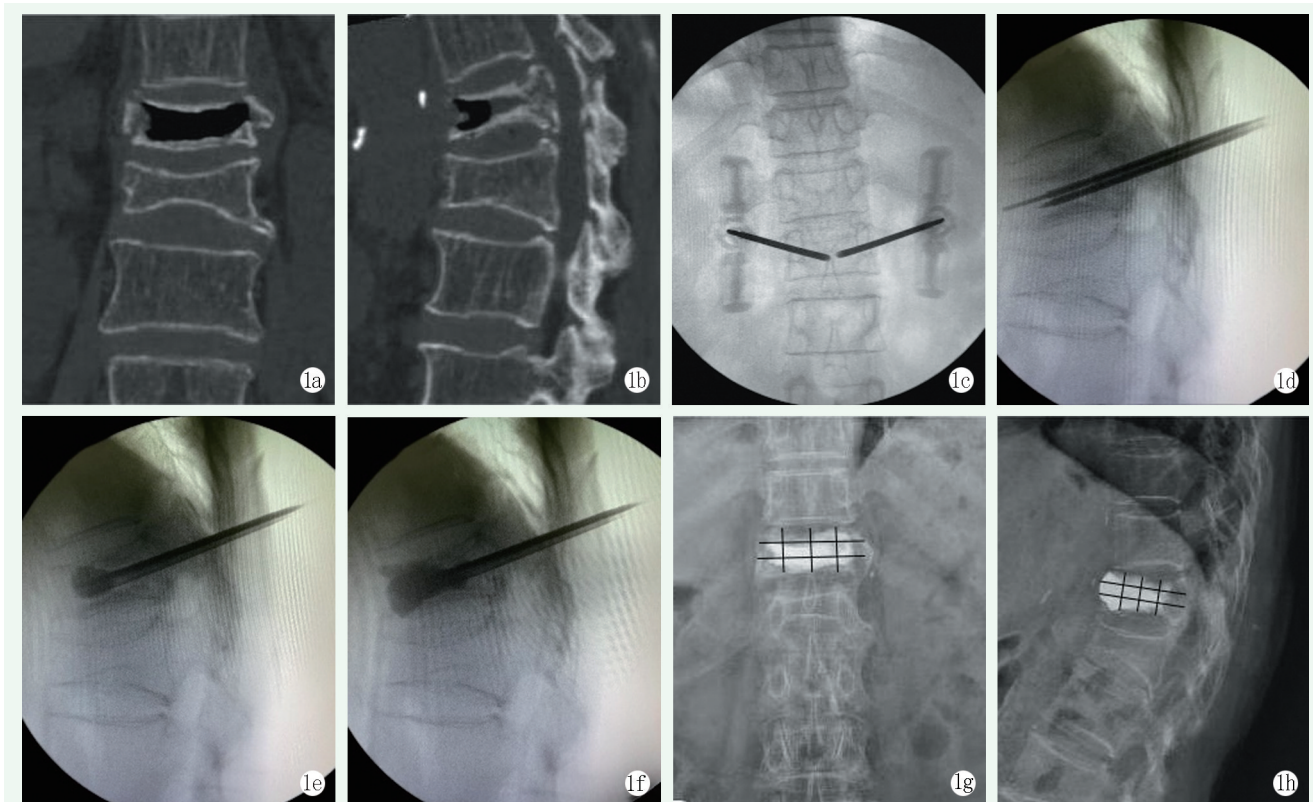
患者，女，70 岁，T<sub>12</sub>椎体 Kümmell 病，应用低温骨水泥间断灌注 PVP 治疗 1a, 1b: 术前冠状位、矢状位 CT 示 T<sub>12</sub>椎体明显压缩、椎体内存在 IVC 且骨皮质不连续 1c: 术中正位透视经双侧椎弓根外上缘穿刺，进入伤椎椎体的中线处 1d: 侧位透视使穿刺针尖位于椎体前 1/3，术中用克氏针探查，证实穿刺针位于 IVC 中 1e: 当骨水泥进入拉丝期后期，以缓慢、低压、间断的方式向 T<sub>12</sub>椎体灌注水泥 1f: 暂停 1 min，使体内骨水泥先凝固，继续向患椎灌注骨水泥，直至分布满意为止 1g, 1h: 末次随访时 X 线片显示骨水泥无明显渗漏，骨水泥弥散均达到 9 小格
